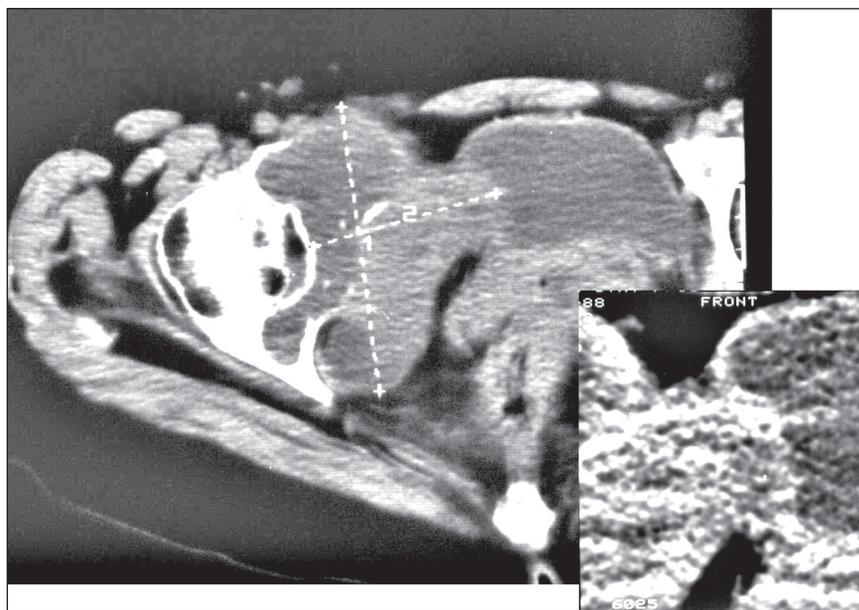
Компьютерная томограмма на уровне тазобедренных суставов той же больной Е. с фрагментом, выполненным в режиме с высоким разрешением.
